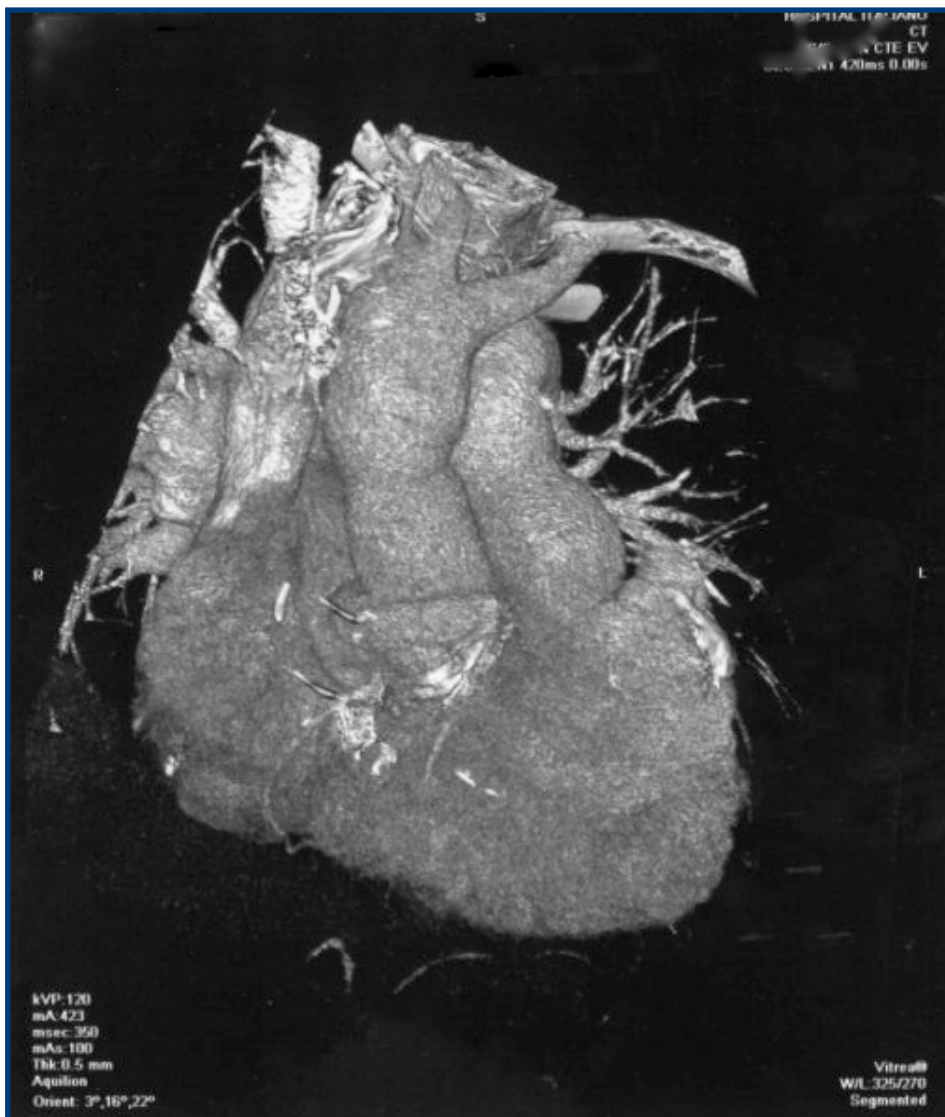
Angiotomografía con reconstrucción 3D al año de la cirugía, que muestra el tubo valvulado con la prótesis entre ambos ostiums coronarios y el tubo.
